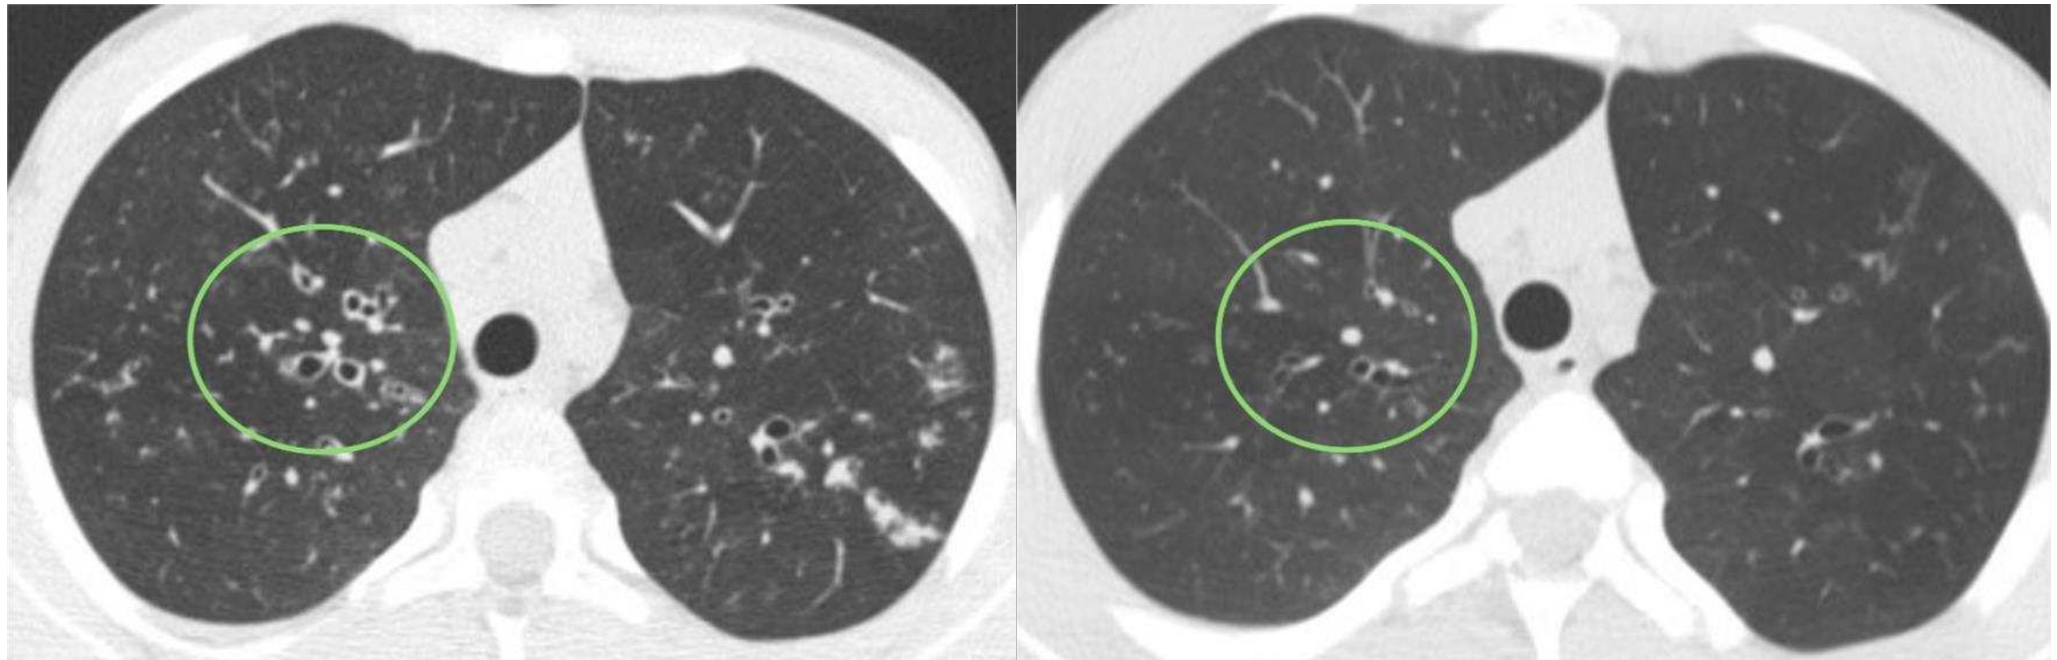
Cortes axiales de TC antes y tras 15 meses bajo tratamiento con Kaftrio: desaparición de las bronquiectasias (círculo verde) en el LSD.
